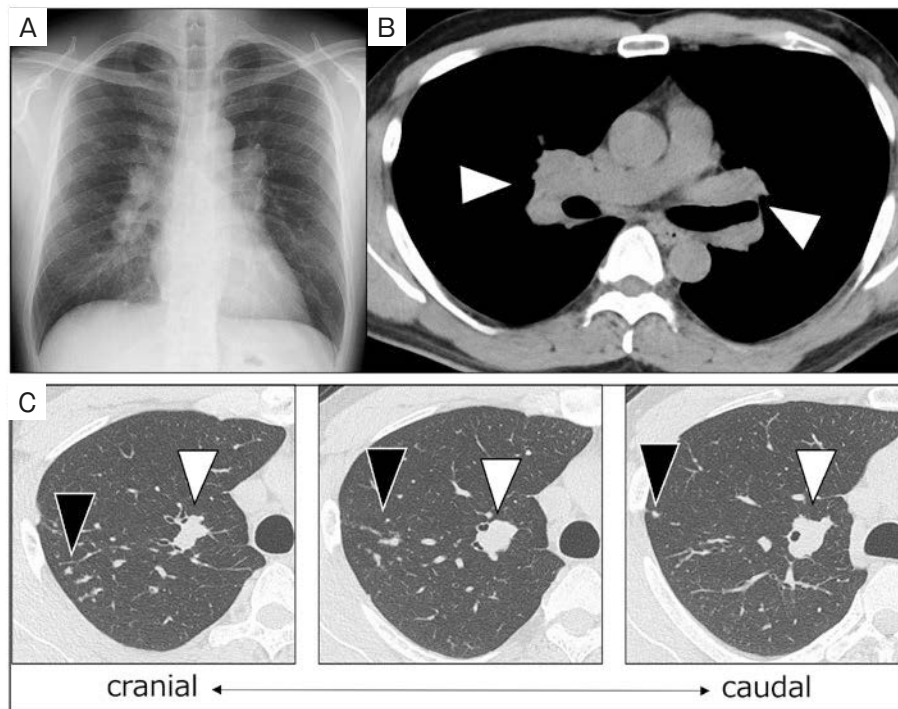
Imaging findings at the first visit. Chest X-ray showed bilateral hilar lymphadenopathy (A) and computed tomography showed bilateral hilar lymphadenopathy (white arrowheads) and multiple random small nodules (black arrowheads) in the right lung (B, C).
